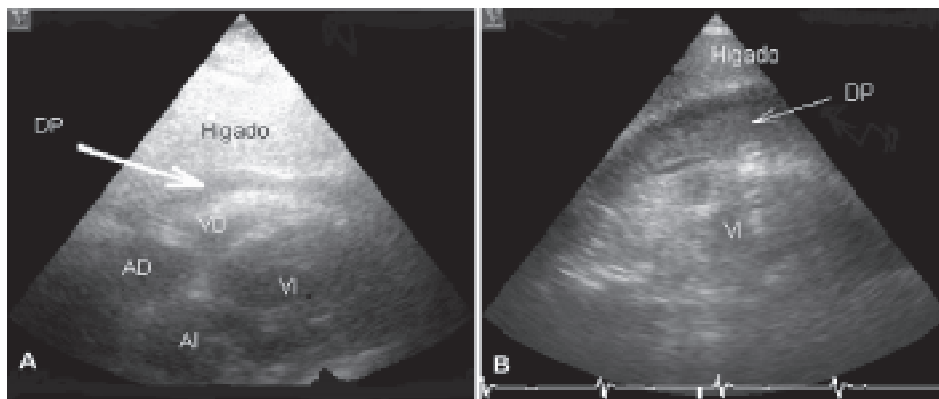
Ecocardiograma de un paciente con rotura subaguda de la pared libre del ventrículo izquierdo. A. Mediante el abordaje subcostal se advierte derrame pericárdico moderado con ecos densos en contacto con la pared libre del ventrículo derecho. Si bien el estudio se realizó con el paciente hemodinámicamente descompensado, nunca se advirtió colapso diastólico de cavidades derechas. B. Ecocardiograma transesofágico (eje corto transgástrico) del mismo paciente que evidencia con claridad un hematoma intrapericárdico con escaso hemopericardio residual.
